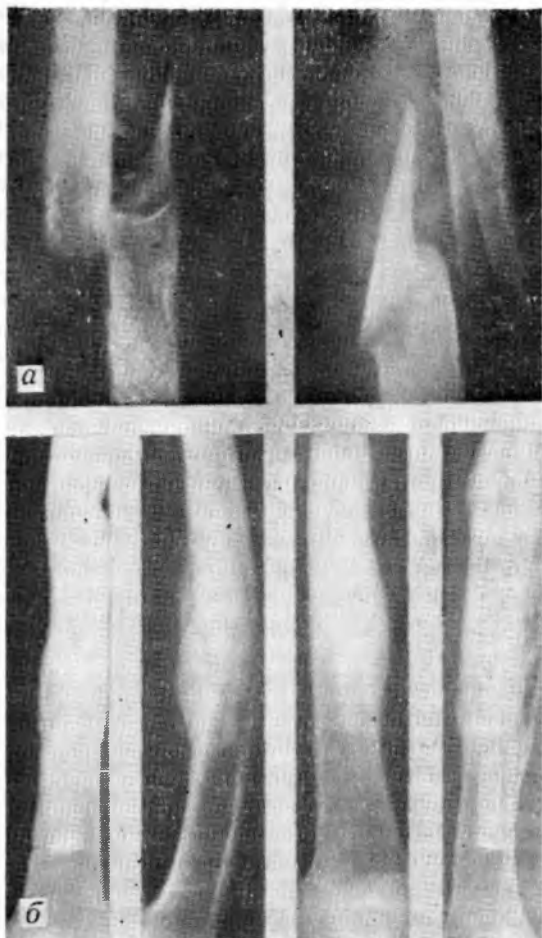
Рентгенограммы больной С.:
